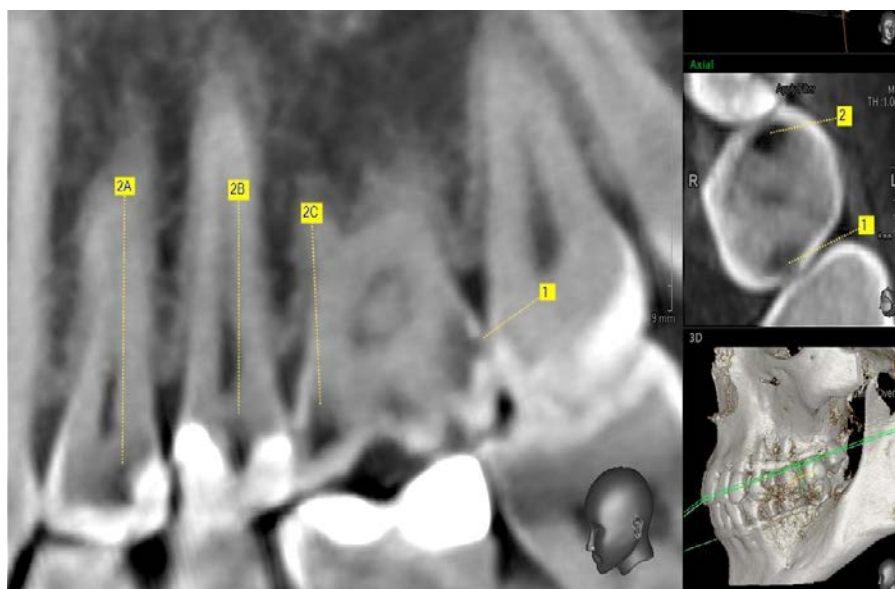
Конусно - лучевая компьютерная томограмма контактного кариеса и артефактов. 1- контактный кариес; 2А, 2В, 2С-артефакты
